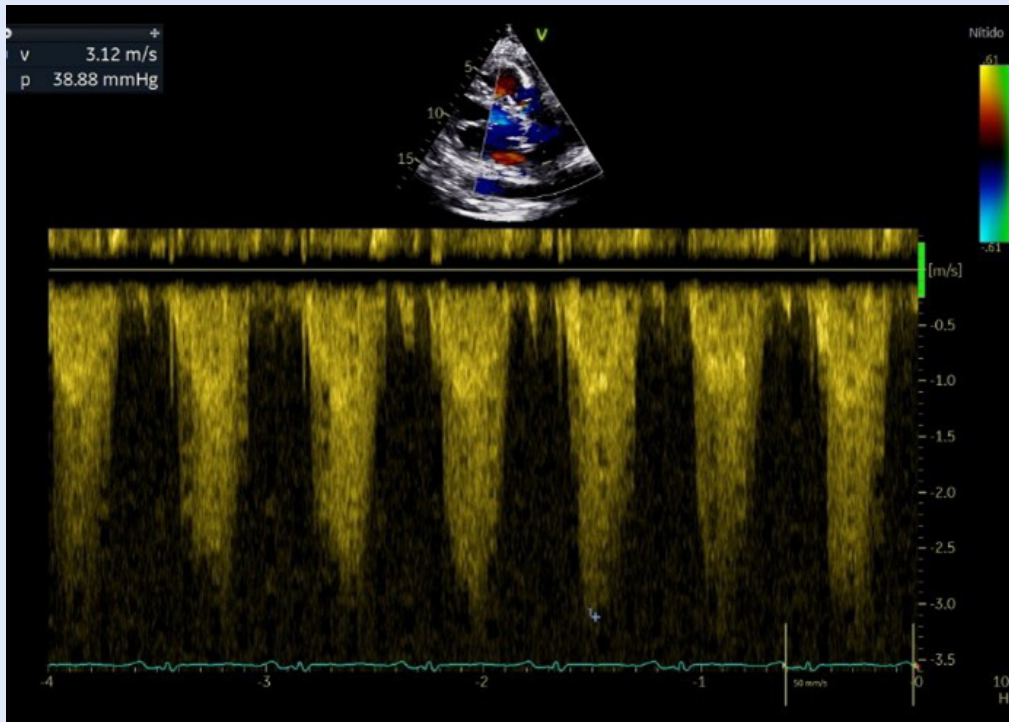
Estenosis pulmonar supraválvular por ETT. El Doppler continuo mostró incremento de velocidad y gradiente máximos compatibles con estenosis pulmonar.
